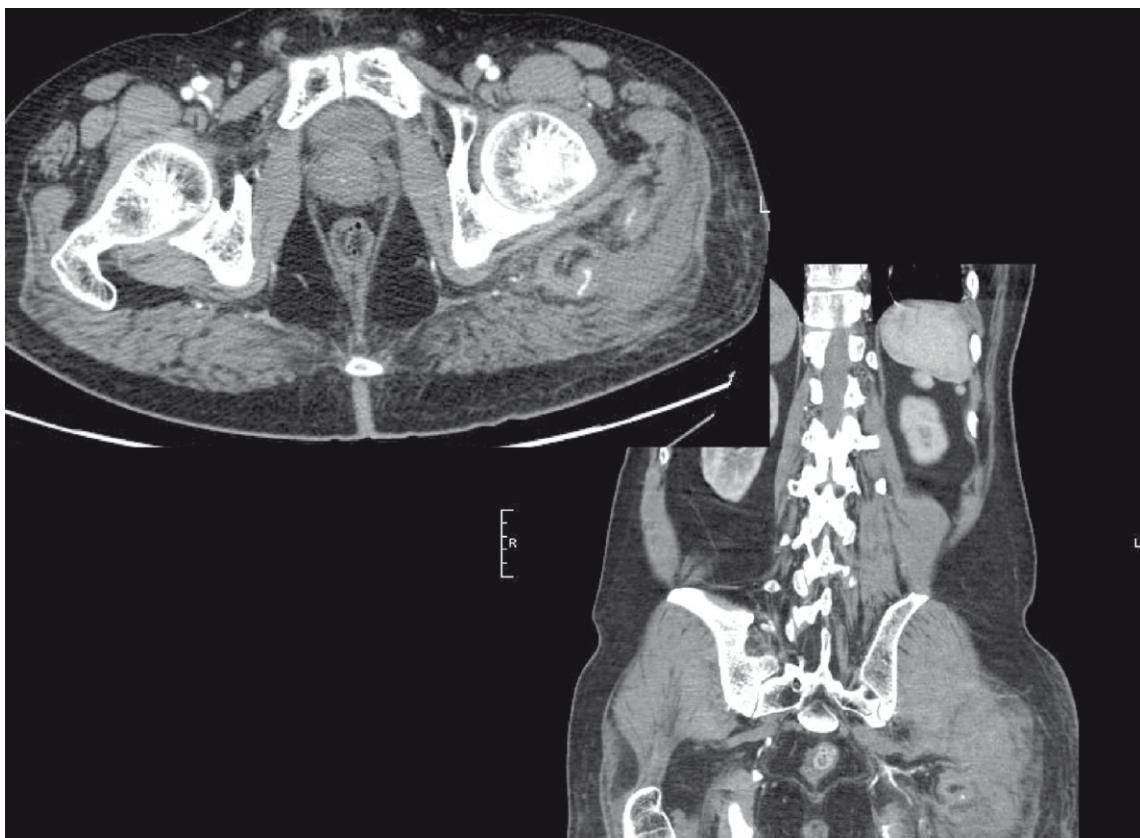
Un gran hematoma se demuestra en la musculatura del glúteo izquierdo en un escáner por tomografía computarizada de la pelvis y los muslos, con un recipiente de ectasia focal demostrado en la región glútea media izquierda, por detrás de la cabeza del fémur izquierdo.
